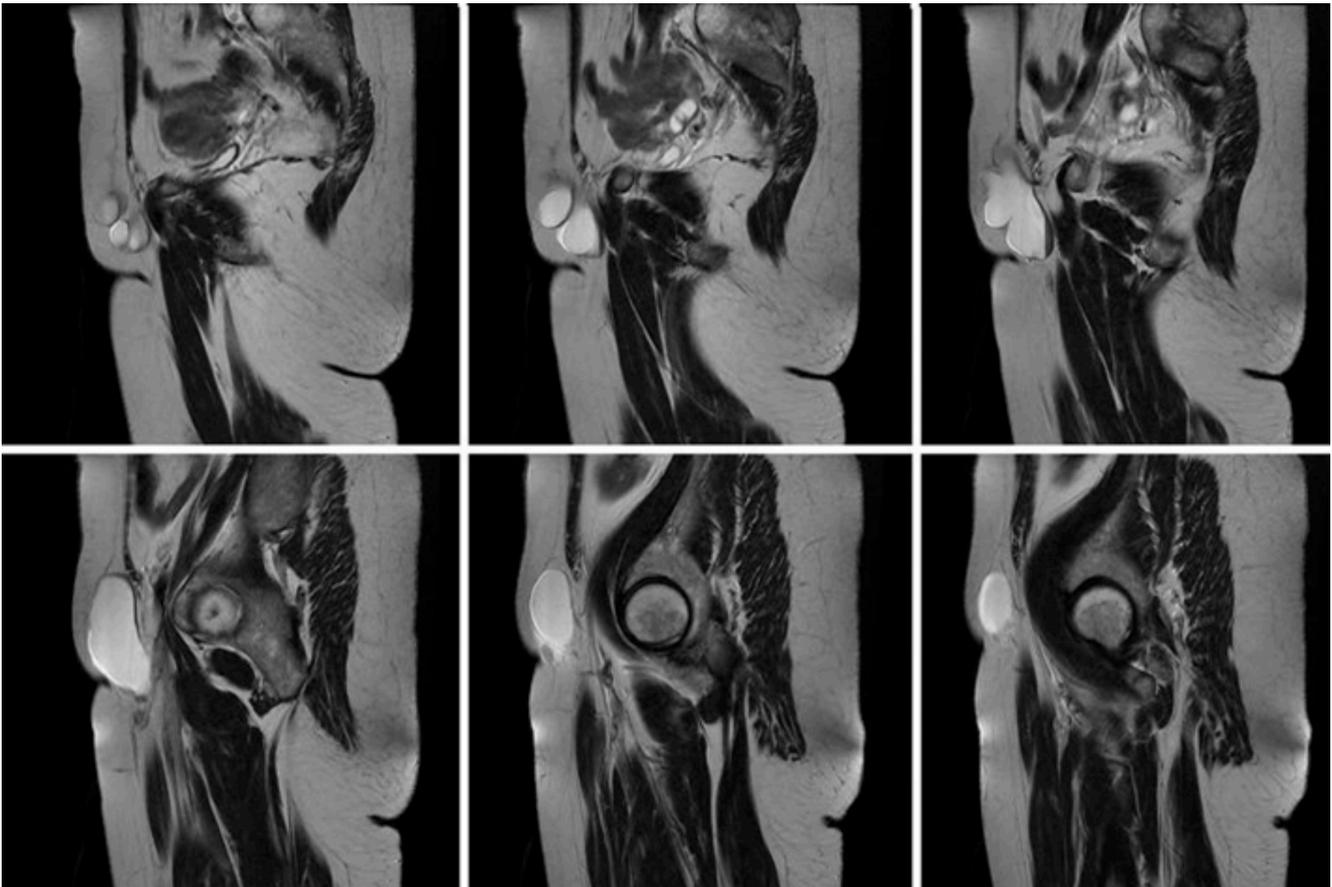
RMN de abdomen (cortes sagitales).
